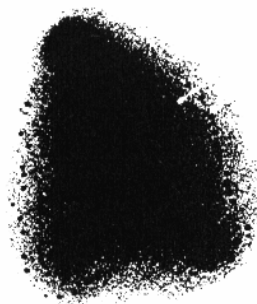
Autorradiografía correspondiente al aplicador de la figura 3.2.
